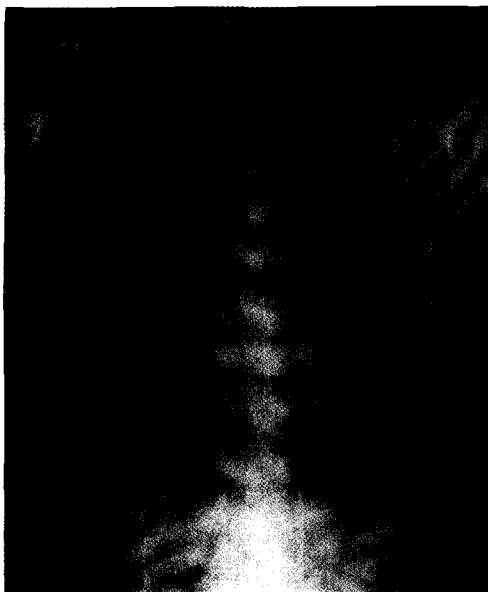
Chest radiograph shows large mass in the right lower lung zone.
